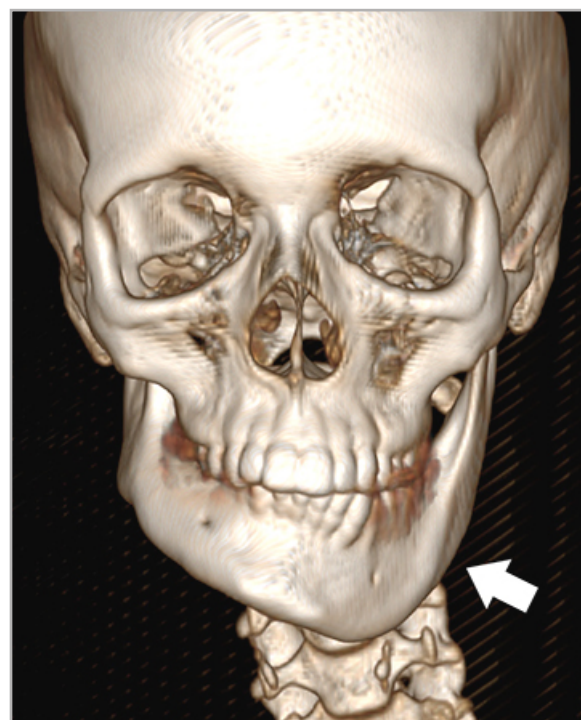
3D-реконструкция КТ-составляющей ОФЭКТ/КТ исследования. Асимметрия лицевого скелета за счет увеличения левой половины нижней челюсти (стрелка)
